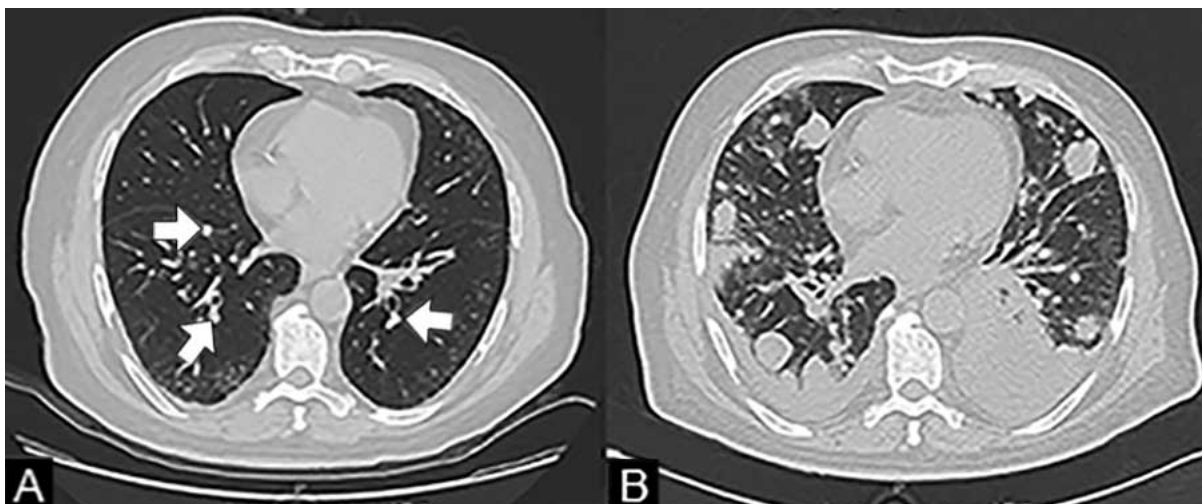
Tomografía computarizada de tórax con ventana pulmonar en reconstrucción axial. El panel A muestra la tomografía inicial con múltiples nódulos bilaterales de un diámetro de 8 mm cada uno (flechas). El panel B muestra el mismo segmento de tomografía dos meses posteriores a la resección transuretral de vejiga, llamando la atención el rápido avance de la enfermedad metastásica, así como derrame pleural bilateral y patrón intersticial secundario a la infección por COVID-19 que en ese momento cursaba el paciente
